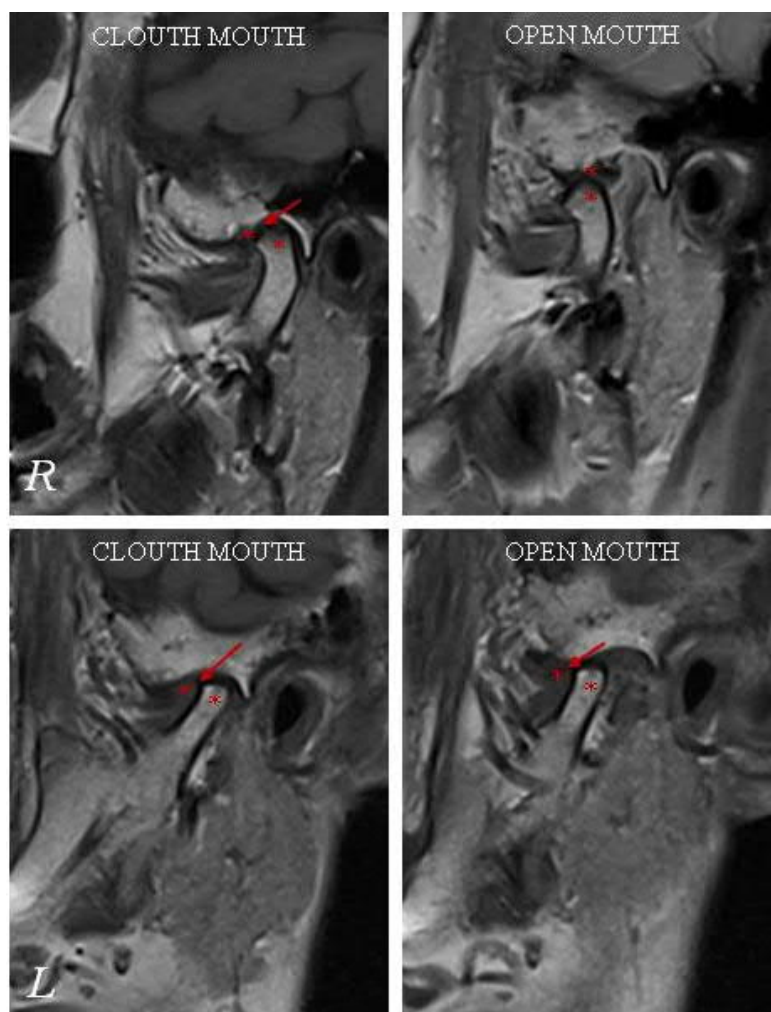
МРТ СНЩС пацієнтки Л. 71 р. іст. хв. № 138. Бічна проєкція
